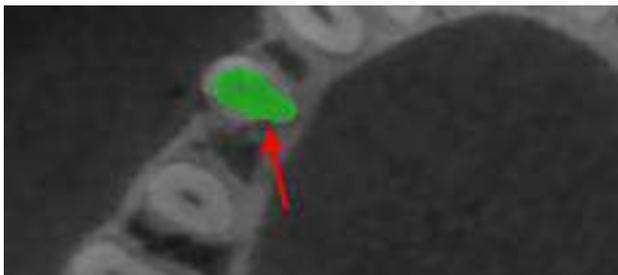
(d) : CBCT montrant l'étendue de la lésion sur quasiment toute la périphérie de la racine (en vert). Il y a également une communication entre la lésion et l'os au niveau disto-palatin (flèche rouge), correspondant probablement au point d'entrée de la résorption. La conservabilité de cette dent est compromise.
